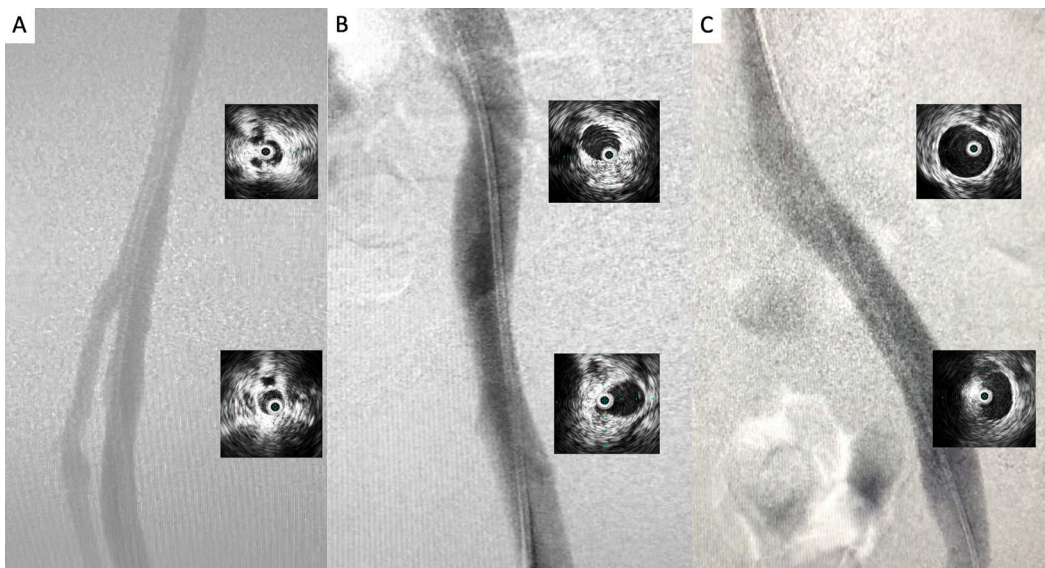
Venografia por subtração digital e passagem de cateter de ultrassonografia intravascular de controle final em segmento femoral (A), íliaco-femoral (B) e cavo (C), demonstrando fluxo adequado e recuperação da área de secção transversa dos segmentos tratados.
